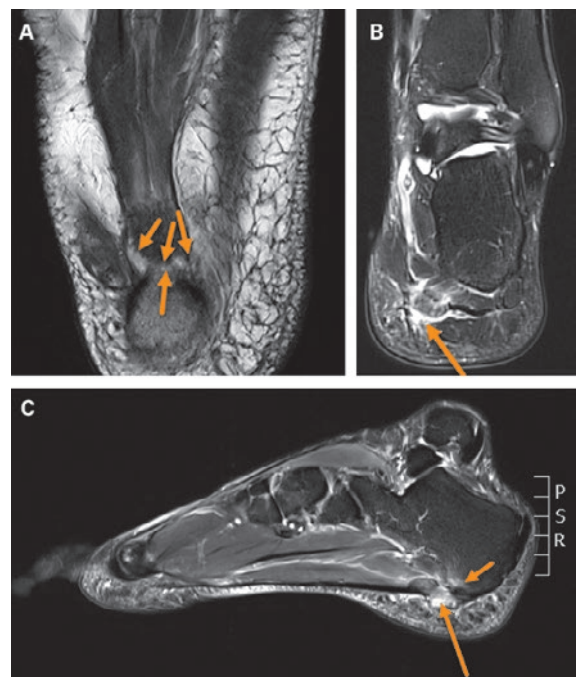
MRT Fuss links nativ. (A) axial, (B) coronar, (C) sagittal. Ruptur des Hauptzügels der Plantarfaszie (Pfeile) mit Retraktion und umgebendem Hämatom (inklusive «bone bruise») an der Insertion am plantaren Calcaneus. Keine weiteren traumatischen Läsionen.
